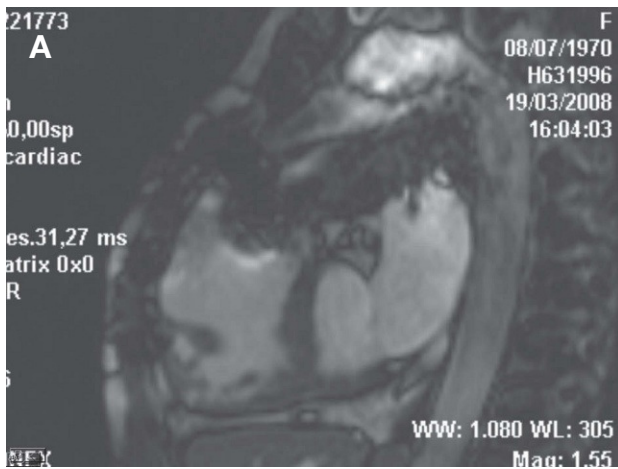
Paciente con tetralogía de Fallot intervenida con conducto valvulado entre infundíbulo quirúrgico y cara anterior del tronco arterial pulmonar. El artefacto producido por la válvula impide la valoración por resonancia magnética (A) del diámetro del tracto de salida prevalvular, que pudo ser correctamente valorado mediante tomografía computarizada con multidetectores (B).
